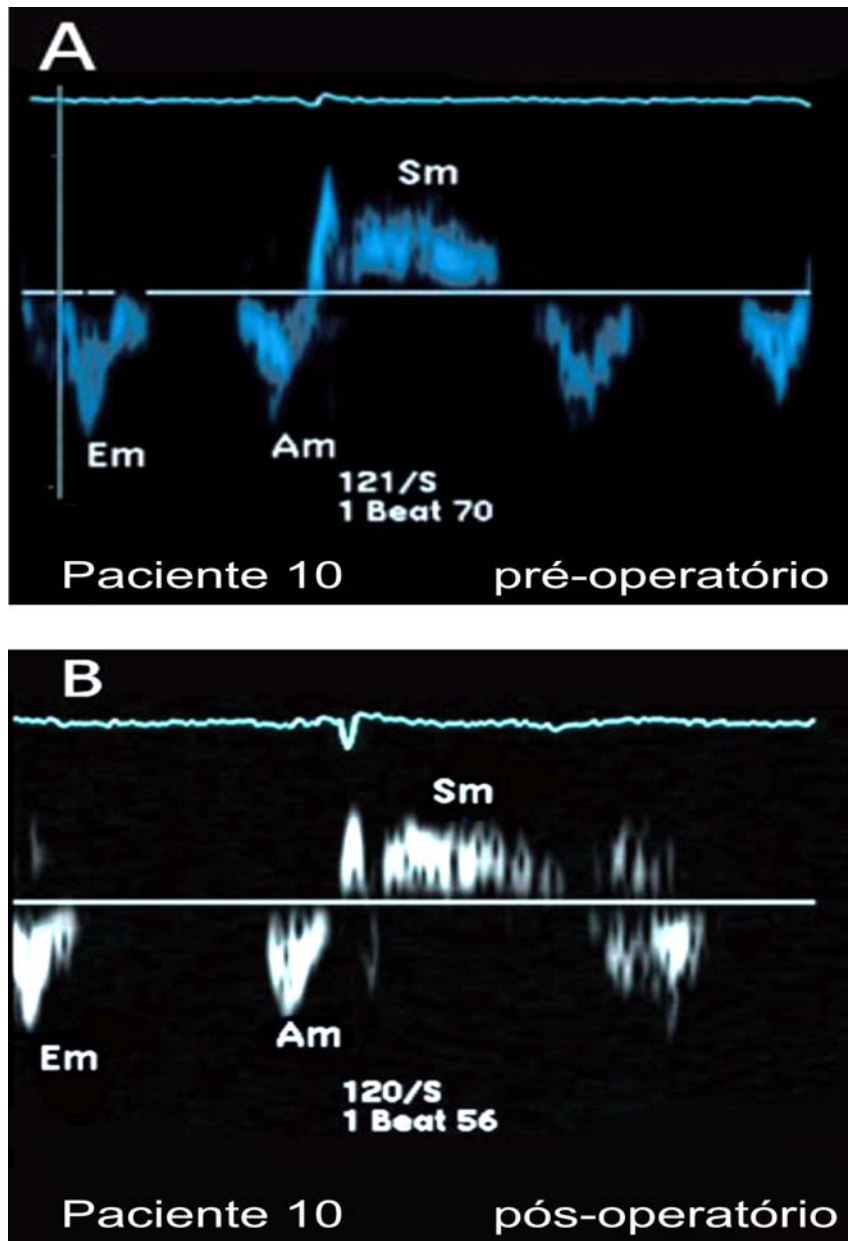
Doppler pulsado tecidual de anel mitral em corte apical quatro câmaras. Com o início da diástole, o anel mitral se desloca longitudinalmente no sentido oposto ao ápice produzindo a 1ª inscrição diastólica, E_m , que representa a velocidade de relaxamento da parede ventricular durante o enchimento ventricular rápido. A 2ª expansão diastólica, decorrente da sístole, atrial é representada pela onda A_m . Na sístole ventricular, o anel se desloca longitudinalmente no sentido apical registrando-se S_m , que representa a máxima velocidade da parede durante a ejeção ventricular. As velocidades destas ondas do Doppler tecidual não variam significativamente do pré-operatório (A) para o pós-operatório (B).
